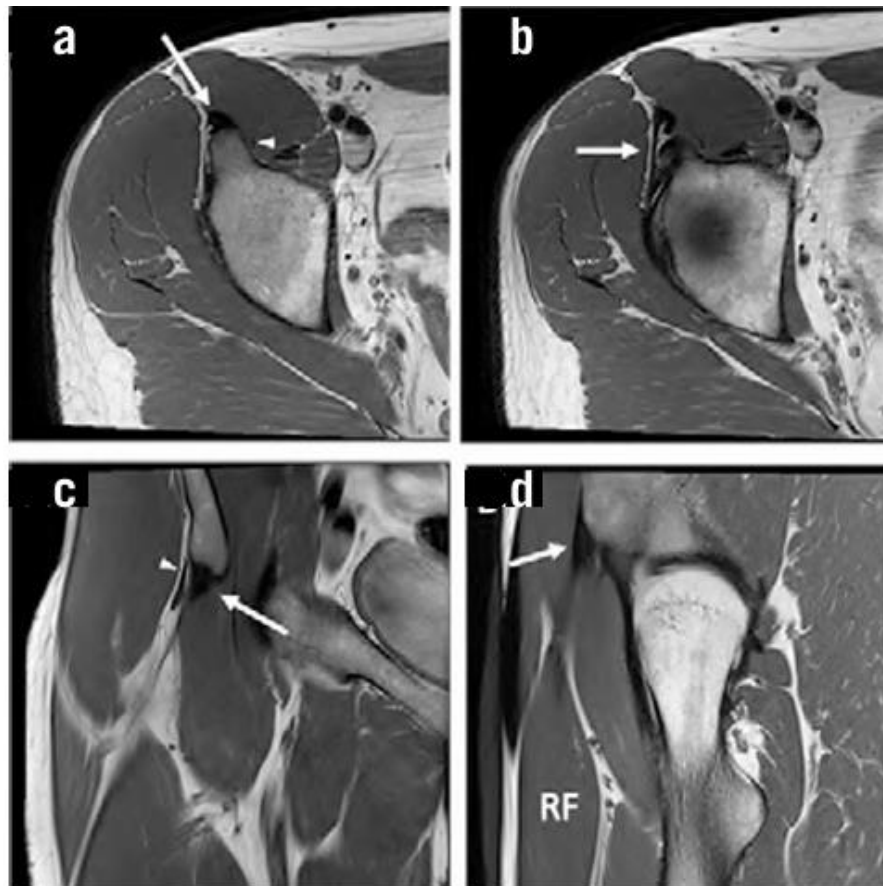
Radio-anatomie IRM normale de l'origine du muscle droit fémoral.
